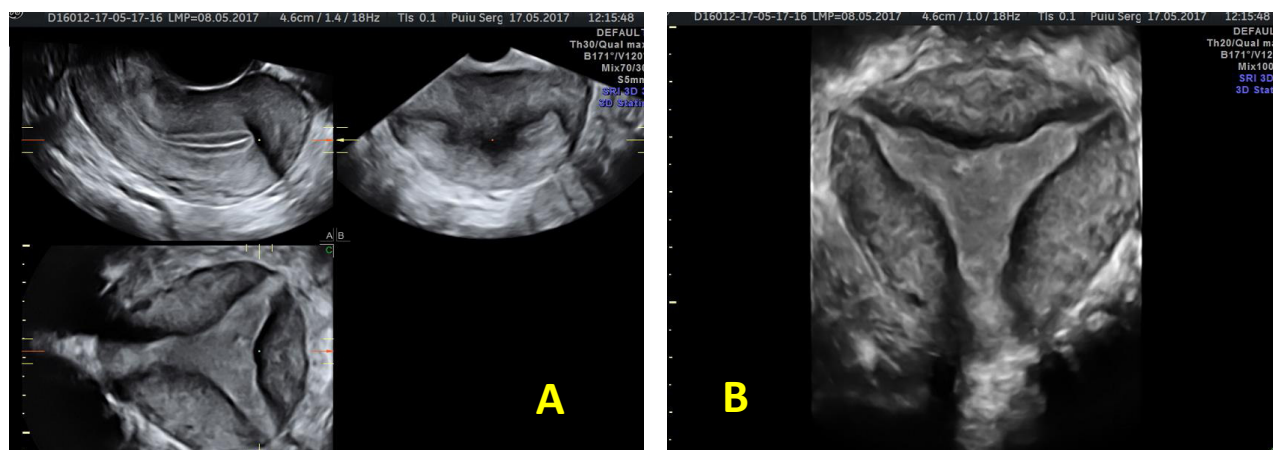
USG transvaginală a pacientei C., 35 ani. Uter arcuat (ESHRE/ESGE clasa U1c), formarea reconstrucției 3D, (A). Conturul extern uterin ușor convex cu indentarea minimă la nivelul fundului, 6.5mm, (B)
